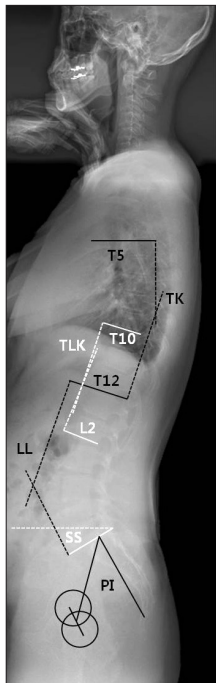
The angular parameters showing thoracic kyphosis (TK, T5 UEP-T12 LEP), thoracolumbar kyphosis (TLK, T10 UEP-L2 LEP), and total lumbar lordosis (LL, T12 LEP-S1 UEP). Sacral slope (SS) and pelvic incidence (PI) are measured for the pelvic parameters. UEP, upper end plate; LEP, low end plate.
